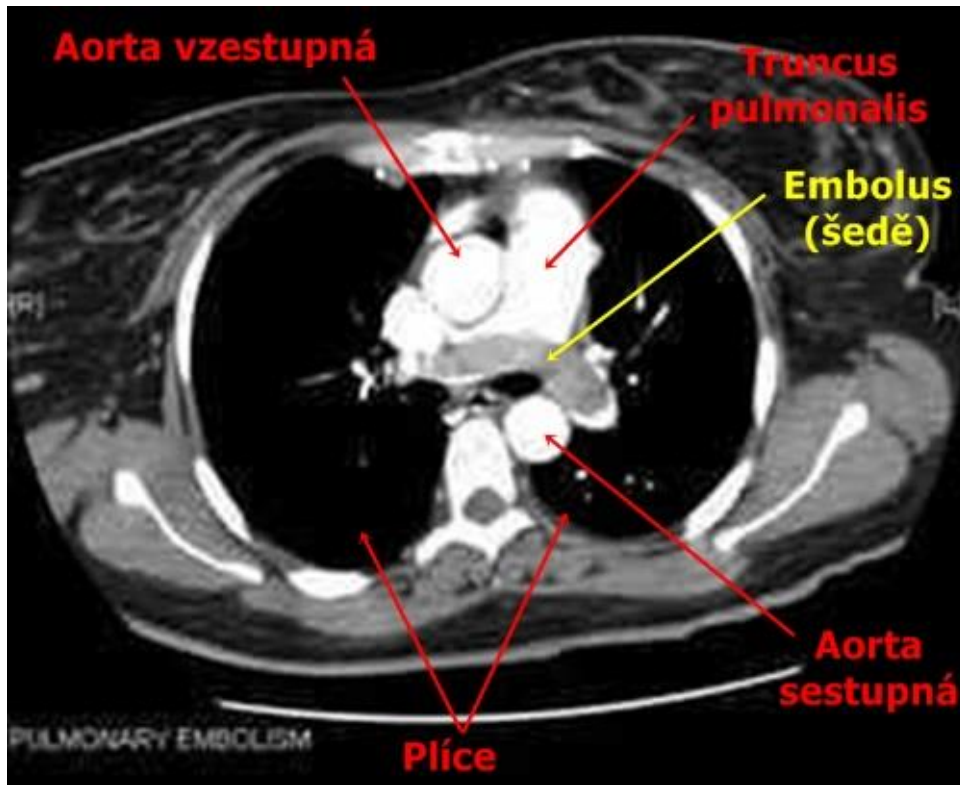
CT ve FN Lochoťín
